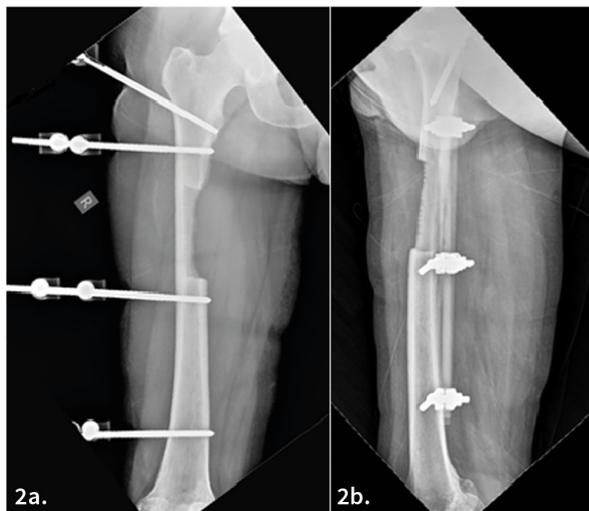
Radiografía: a. Anteroposterior, b. Lateral. Control Postquirúrgico 1 - Limpieza quirúrgica y resección ósea.
